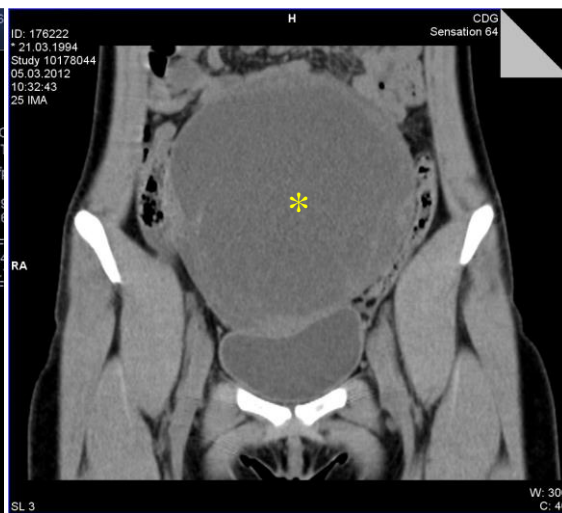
Tomografie computerizată : chistadenom ovarian seros gigantic (158x1381x14 mm) a ovarului drept (*)
